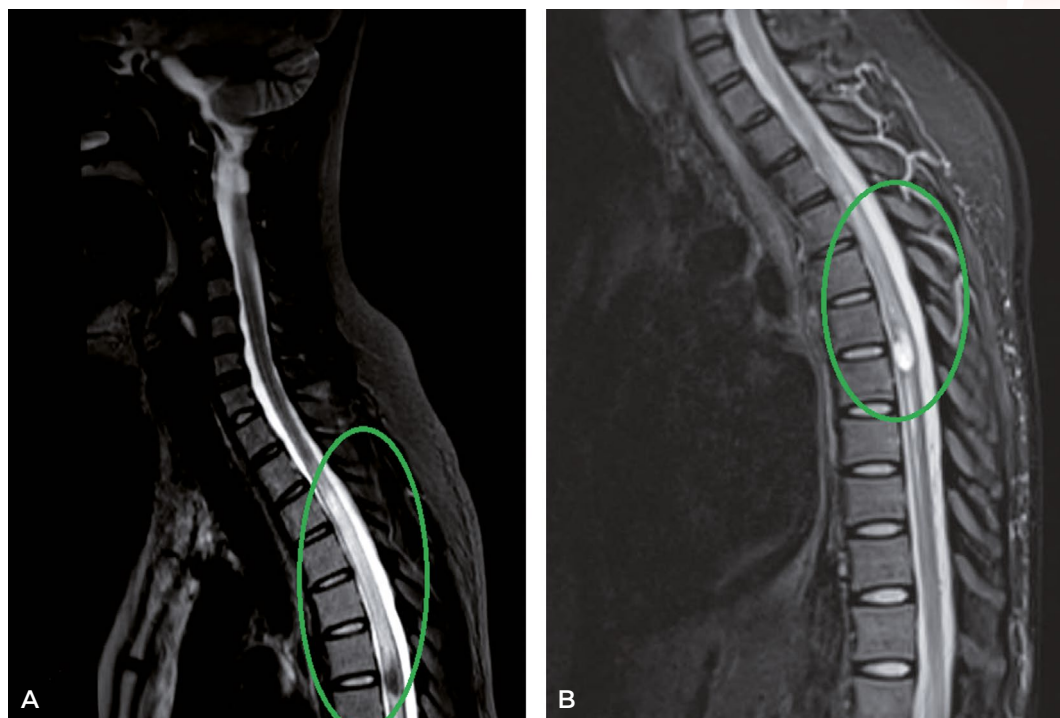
Resonancia magnética medular en secuencia STIR (A) y T1 sagitales sin gadolinio (B). Se aprecia una lesión hiperintensa centromedular longitudinalmente extensa desde D2 a D7 en STIR sagital con foco de señal heterogénea predominantemente hiperintensa a nivel D6-D7 en T1 sagital sin contraste, compatible con mielitis dorsal con transformación hemorrágica.
